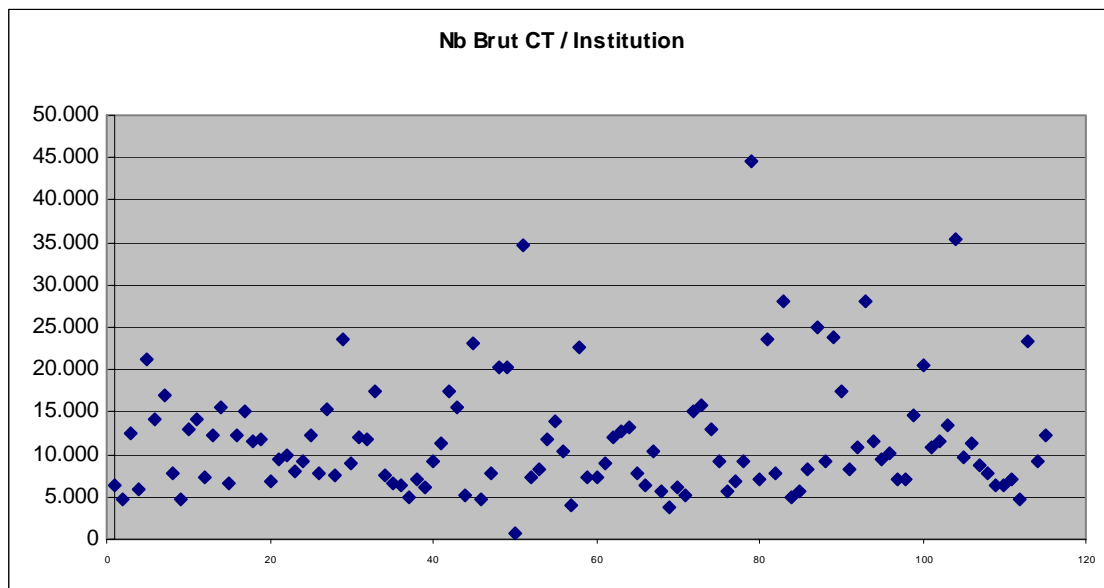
Nombre brut d'examens CT par institution
